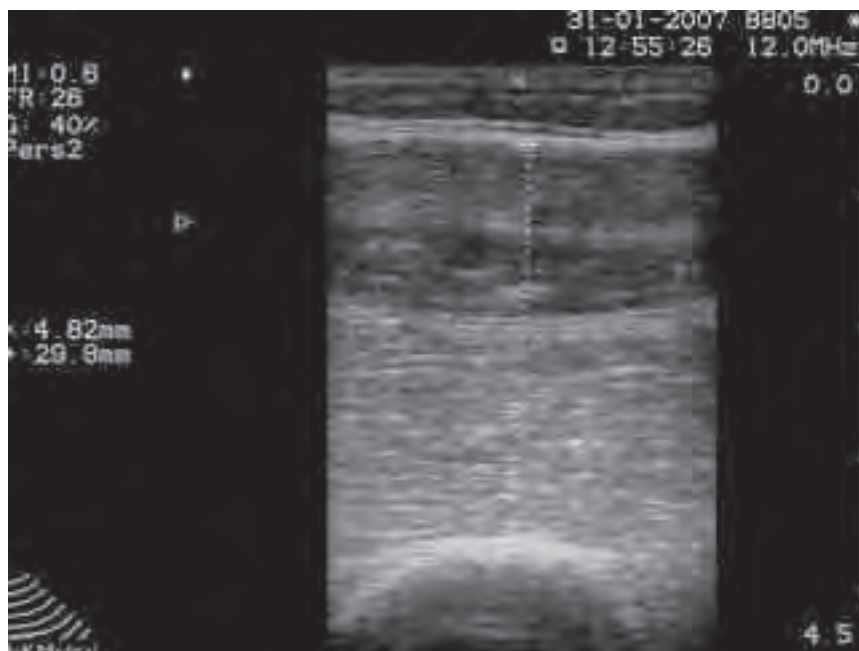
Esame ecografico eseguito nel gruppo di atleti al terzo medio della coscia destra (valore medio 4.73 ± 1.71 mm).
